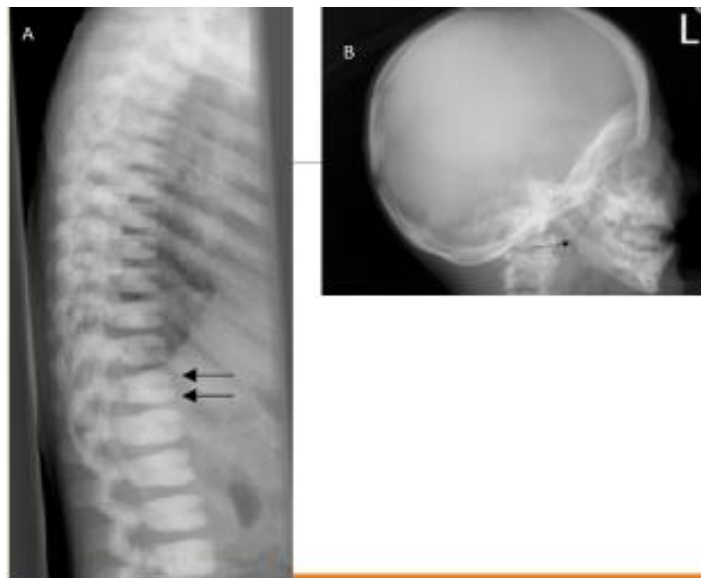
La figura A muestra las "vértebras en sándwich" como resultado de la esclerosis de los discos vertebrales. La figura B muestra una radiografía lateral de cráneo, donde se aprecia pérdida del ángulo mandibular y el aumento del espesor de la bóveda.
